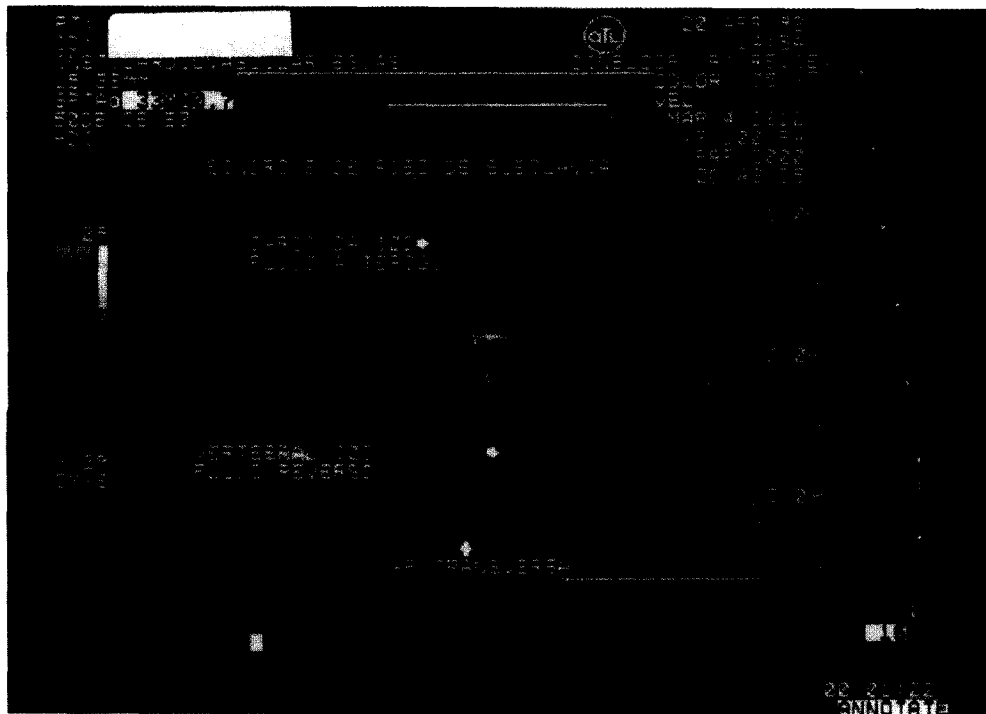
El hallazgo de un flujo vertebral invertido en un estudio Doppler color de vasos del cuello es prácticamente diagnóstico de síndrome de robo de subclavia. En ocasiones, una sola imagen color como la de la figura permite realizar el diagnóstico. La imagen roja en la parte superior representa la arteria carótida que se dirige de derecha a izquierda del observador y levemente de abajo hacia arriba. Siguiendo el código de colores ubicado en el lado izquierdo, y al acercarse al transductor, que se halla en el extremo superior de la figura, esta arteria presenta coloración rojiza. La arteria vertebral, de color azul, que se encuentra por debajo de la carótida, tiene un curso paralelo al de este vaso y por lo tanto debería tener una coloración similar a aquélla, o sea roja, si el flujo también fuera anterógrado. Al registrarse en color azul, indica sentido craneocaudal, es decir que el flujo se encuentra invertido, configurando un síndrome de robo de subclavia.
